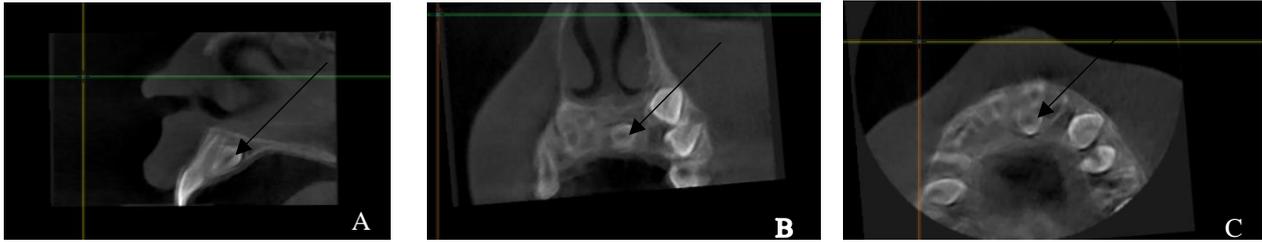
Coupes de CBCT : plan sagittal (A), plan frontal (B) et plan transversal (C) montrant un mésiodens en direction inversée.
